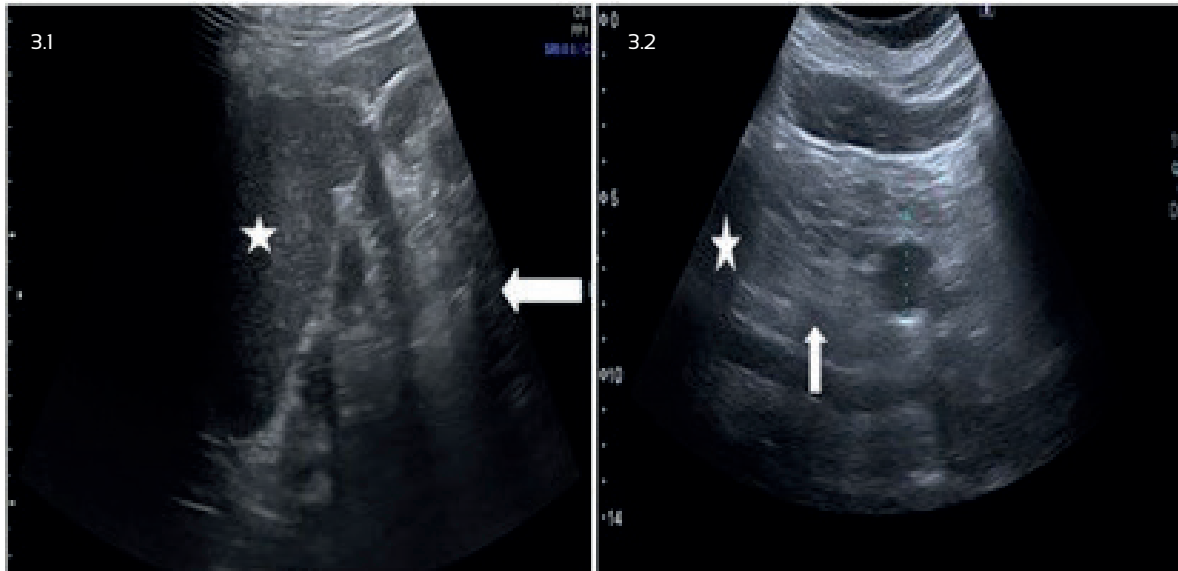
2. ECOGRAFÍA ABDOMINAL DE HIPOCONDRIO IZQUIERDO. BAZO DE TAMAÑO NORMAL (ESTRELLA) Y AUSENCIA DE RIÑÓN IZQUIERDO; LA FLECHA BLANCA SEÑALA LA TEÓRICA LOCALIZACIÓN DEL RIÑÓN IZQUIERDO. SE OBSERVA LA FOSA RENAL IZQUIERDA OCUPADA POR ASAS INTESTINALES (FIGURA 3.1) Y SE DETECTA UNA IMAGEN ANECOGÉNICA QUE PODRÍA ESTAR EN RELACIÓN CON GRUPOS PIELOCALICIALES (FIGURA 3.2).
